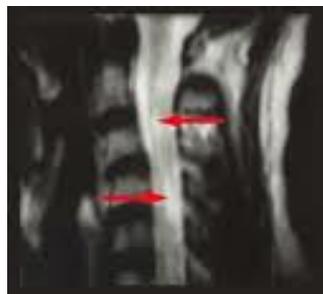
Resonancia magnética de medula cervical. Tomada de shuangyi.com.mx 2010.
